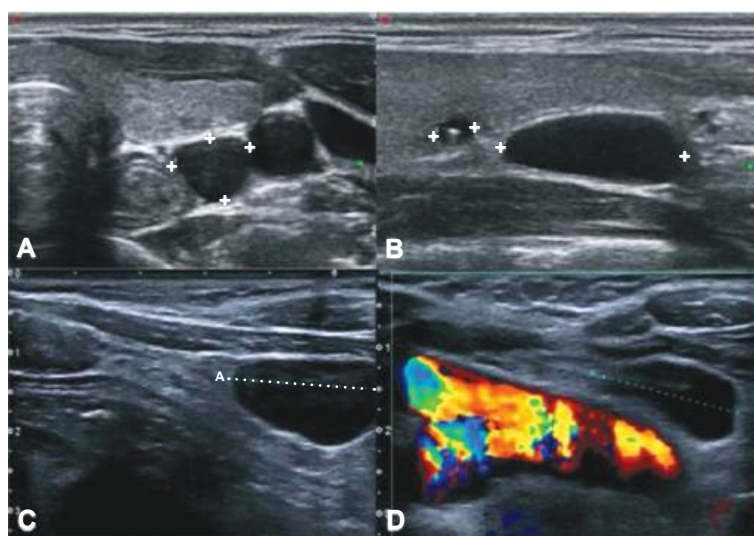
Ejemplo de dos quistes paratiroides. A y B. Secciones axial y sagital de un quiste paratiroideo situado entre el esófago y la carótida izquierda. C y D. Quiste paratiroideo situado en la región tirotímica. El Doppler ayuda a descartar vascularización en su interior.
